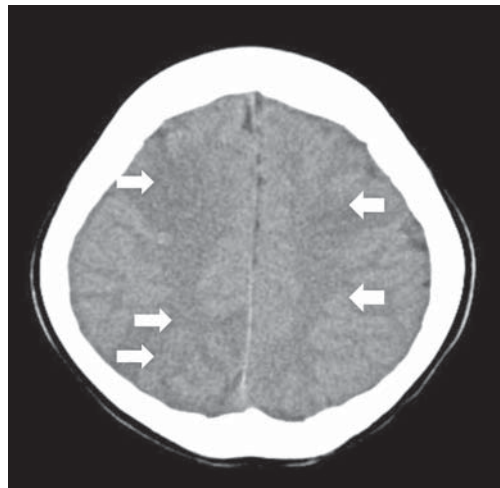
brain CT 5days after the accident shows multiple ischemic lesion (arrow)
